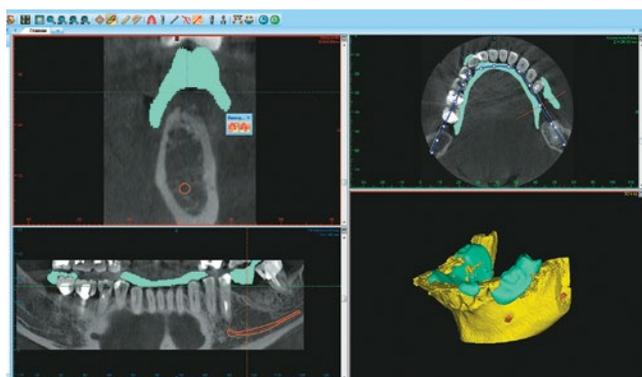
Совмещенный рентгенологический шаблон с томограммой пациента
